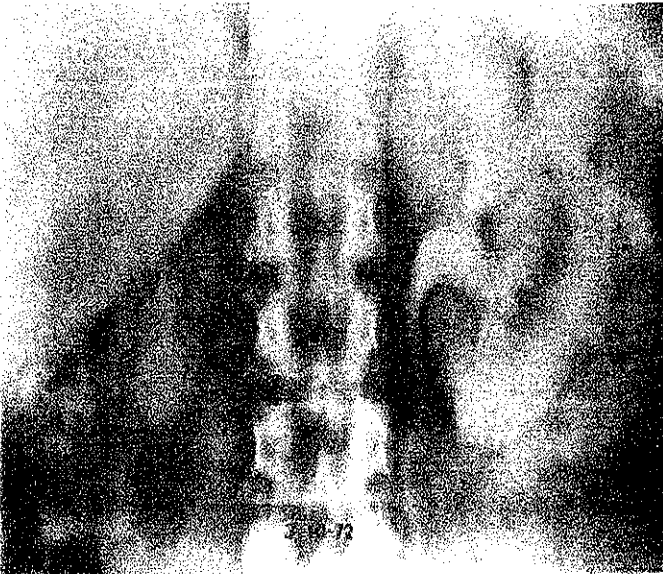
Cuatro meses de la nefrotomografía de la figura anterior, una nueva nefrotomografía muestra una marcada disminución del riñón atrófico derecho.
